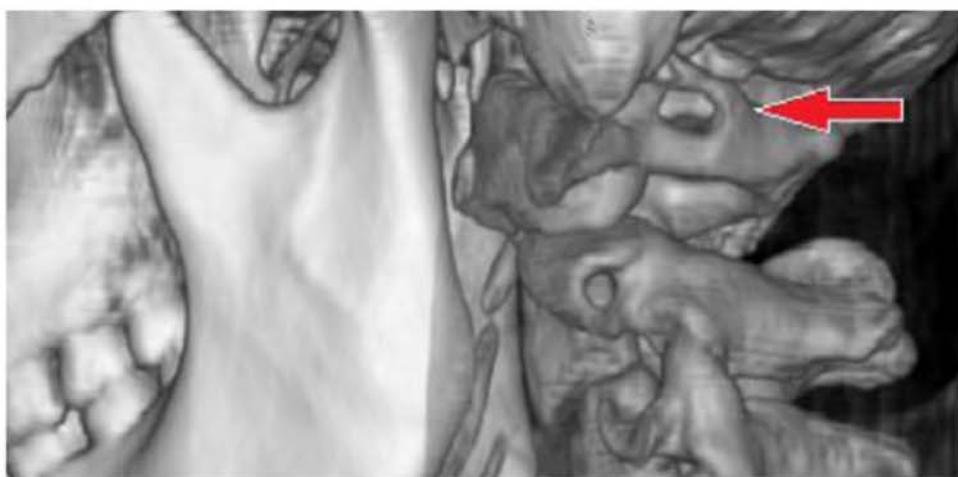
Компьютерная томография с 3D-реконструкцией. Краиновертебральное сочленение: заднее полное кольцо С1 слева (указано стрелкой).
